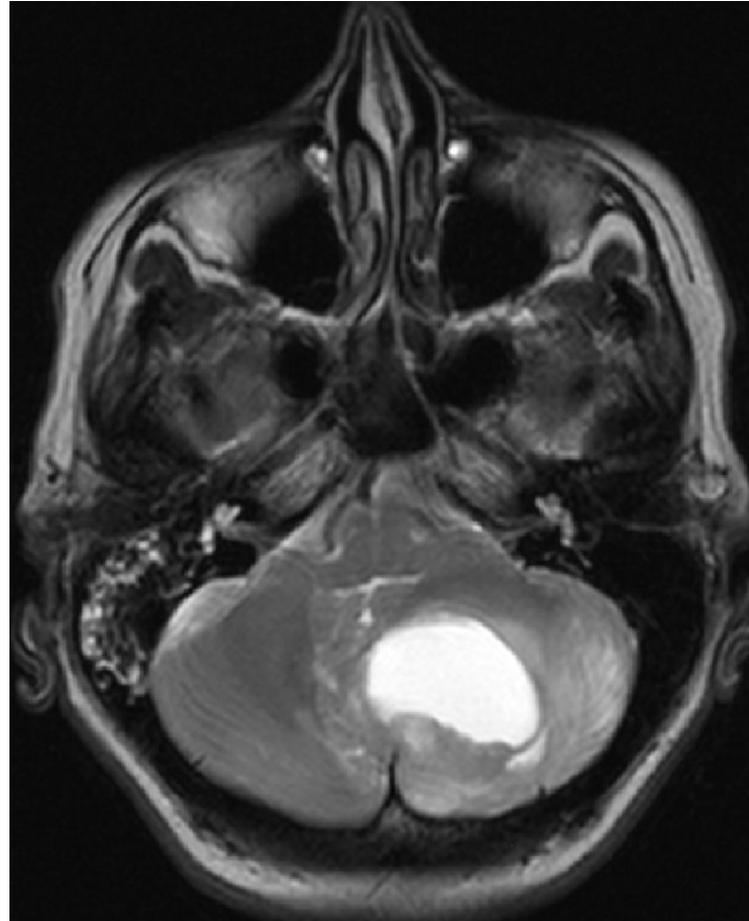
Ангиоретикулома мозжечка. МРТ..
